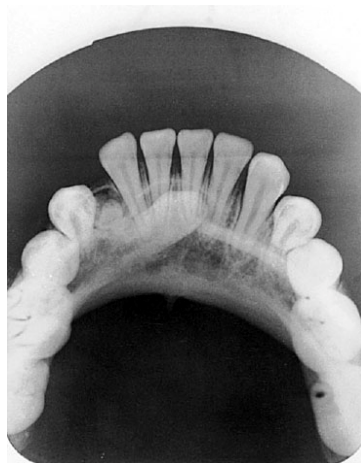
Radiografia oclusal de uma menina de 12 anos de idade com odontoma causando deslocamento mesial do canino não irrompido.
